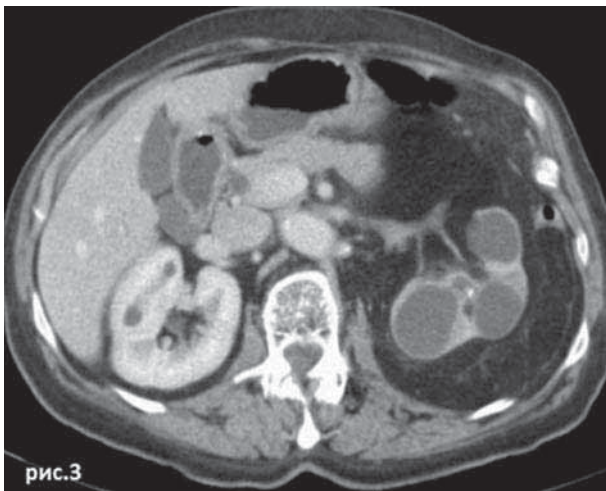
Контрастно усиленная КТ (фронтальный скан) демонстрирует гидрокаликоз (похоже на симптом медвежьей лапы Bear's paw sign) и экспансивный объем жировой клетчатки вокруг левой почки, тягистость периренально.
